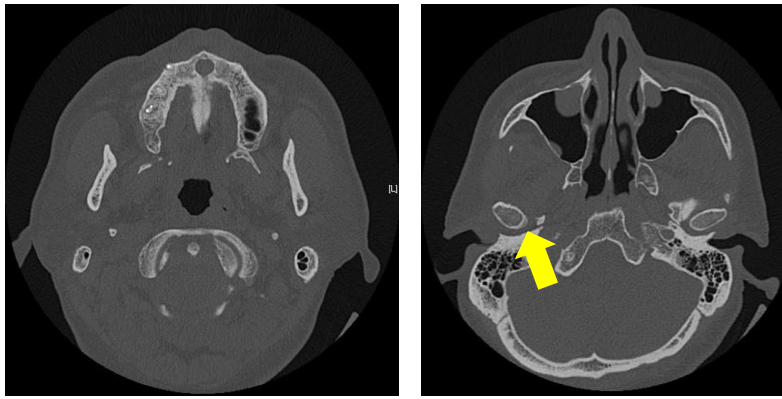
追加撮影を実施した CT 検査 24.6 [mGy]
